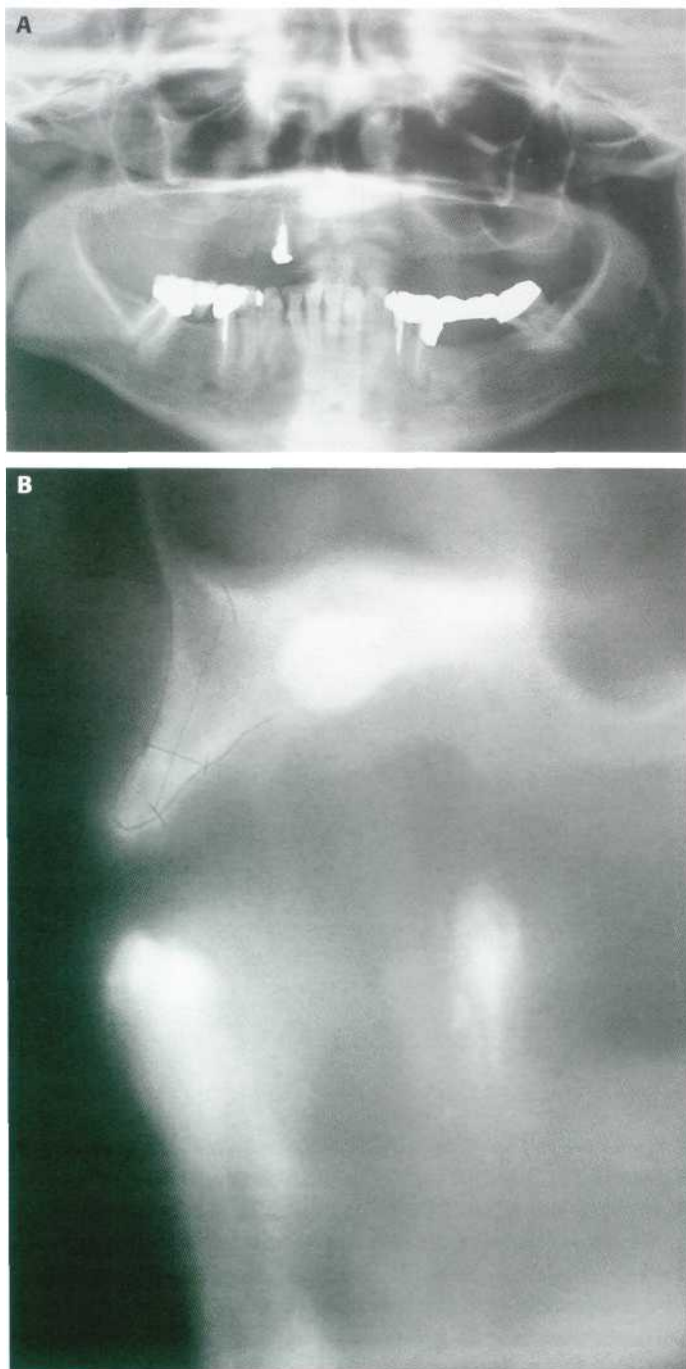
Canino superior izquierdo incluido. (A) Ortopantomografía. (B) Tomografía que nos ofrece más detalles de interés.
